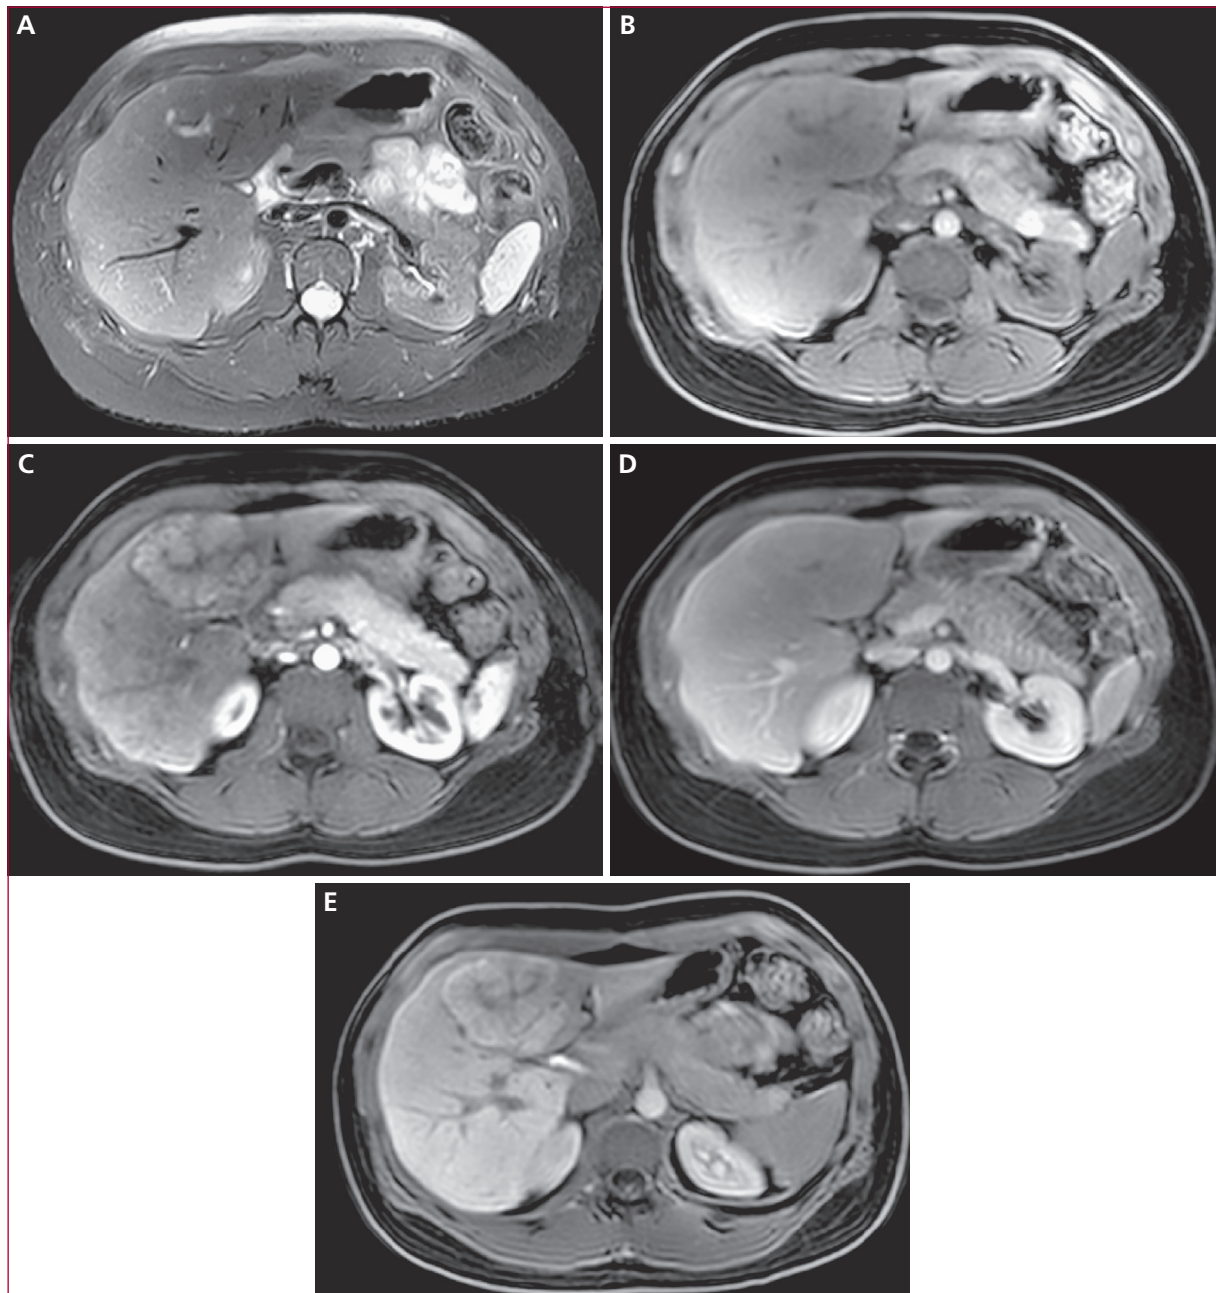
Hyperplasie nodulaire focale typique en IRM. En pondération T2 (A), la lésion est peu différente du parenchyme adjacent et contient un élément central hyperintense. En pondération T1 la lésion est isointense avant injection d'agent de contraste (B), franchement hyperartérialisée (C) et redevient isointense au parenchyme à 3 minutes (D). Il existe un rehaussement partiel de l'élément central. Au temps hépatospécifique (2 heures après injection de Multihance), (E), la lésion est hyperintense.
